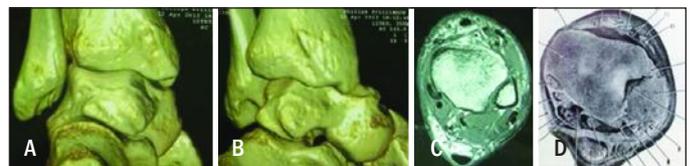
Tomografia *multislice* do tornozelo com reconstrução tridimensional. (A) Vista posterior do sulco do tendão tibial posterior. (B) Vista posteromedial do mesmo sulco. (C) Vista axial T1 na transição da articulação tibiotársica mostrando a subluxação do tendão tibial posterior. (D) Imagem retirada do livro do Shahan Sarrafian mostrando o formato do sulco.
